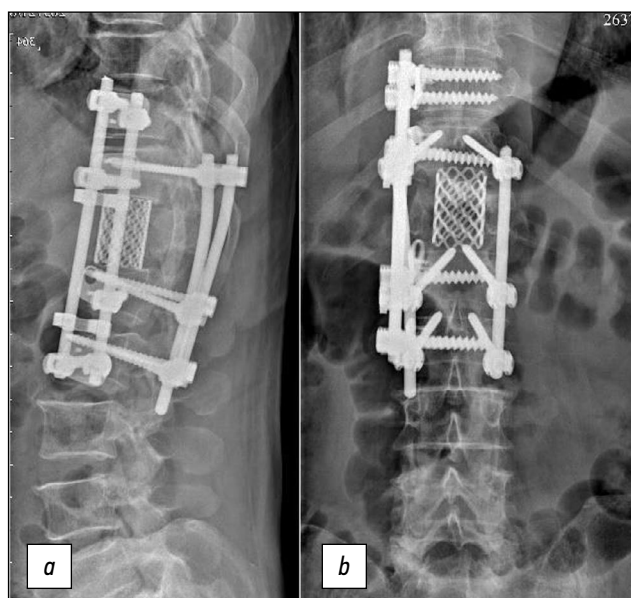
Рентгенограммы позвоночника больного Е., 71 год, после операции, прямая (а) и боковая (b) проекции.
